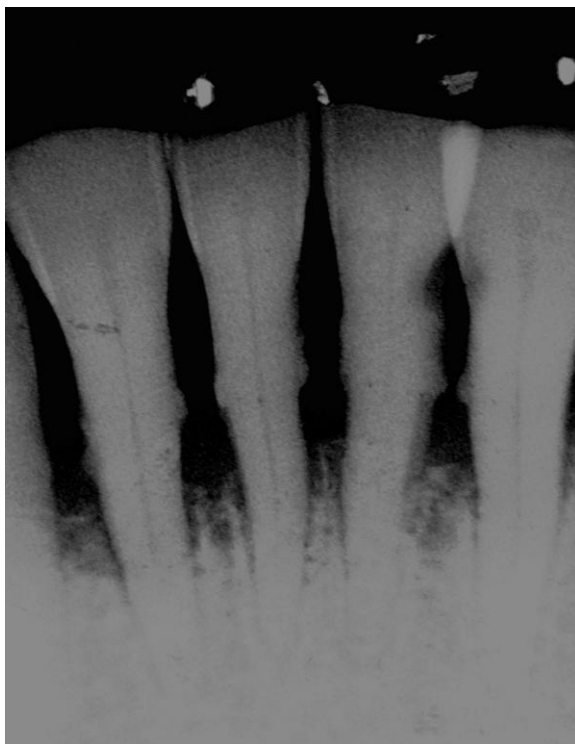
Пациент М., 36 лет. ВИЧ-инфекция, IVА стадия, фаза прогрессирования в отсутствии АРТ. Язвенно-некротический пародонтит в нижнем переднем секстанте (32, 38 ТК ВОЗ). Прицельная внутриротовая рентгенограмма 3.2-4.2: в проекции 3.2-4.2 определяется резорбция кортикальной пластинки межзубной перегородки на 2/3 длины корня, отсутствие кортикальной пластинки.
